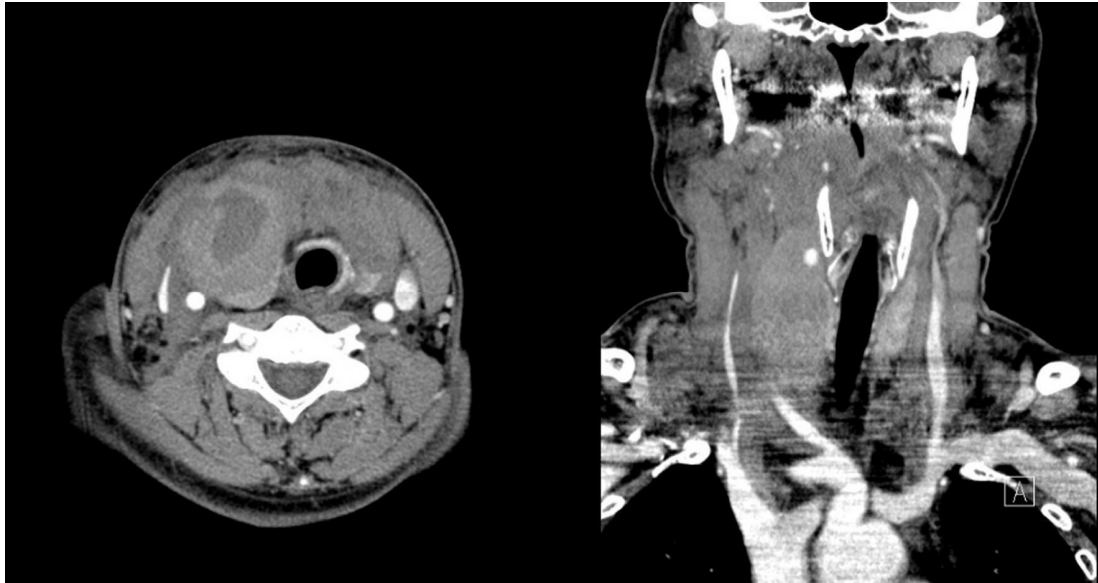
Contrast enhanced computed tomography scan shows the right thyroid hematoma and tracheal deviation.
